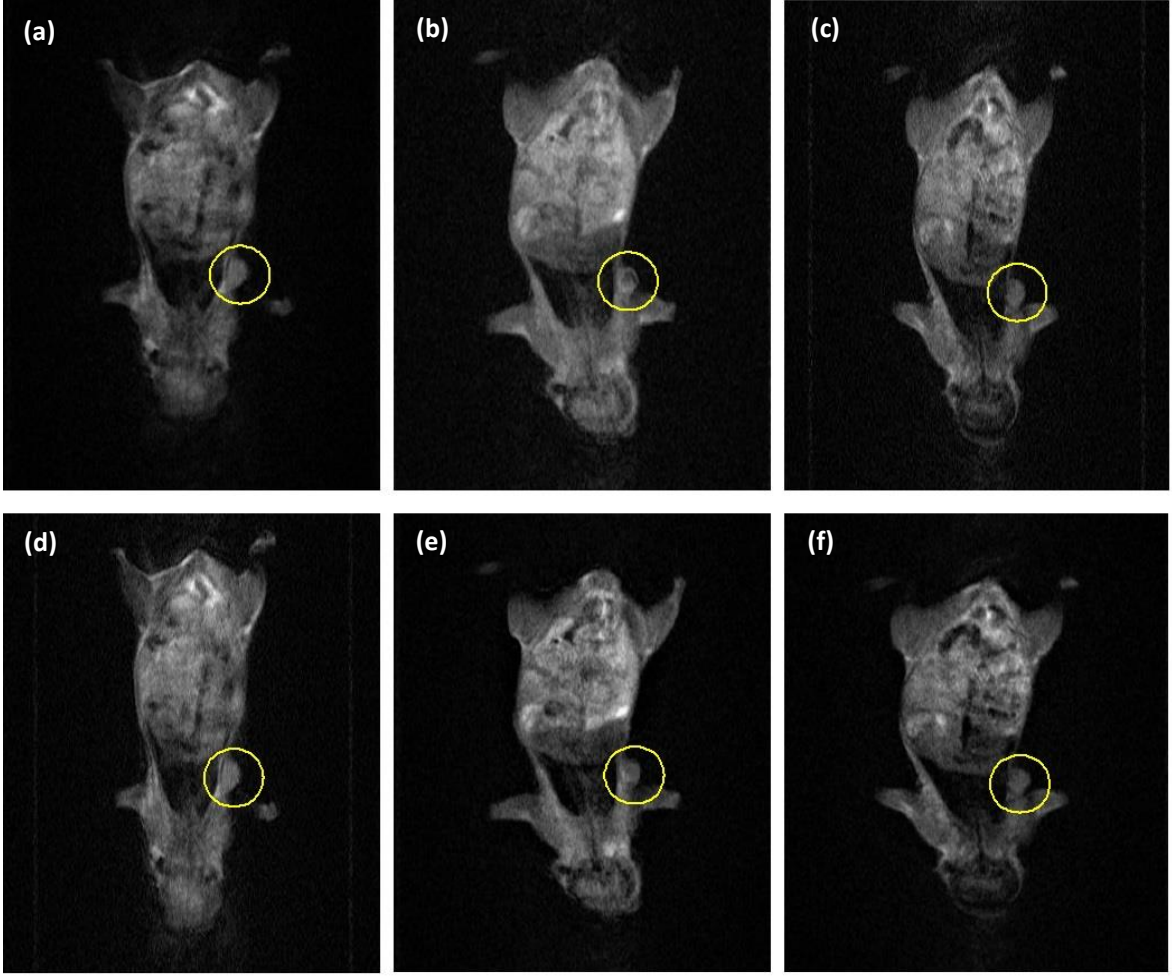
İntra venöz grubunun kontrol grubuna nanopartikül enjekte edildikten sonra MRI görüntüsü a) Enjektenden hemen önce b) Enjektenden 2 saat sonra c) Enjektenden 4 saat sonra d) Enjektenden 8 saat sonra e) Enjektenden 12 saat sonra f) Enjektenden 24 saat sonra
